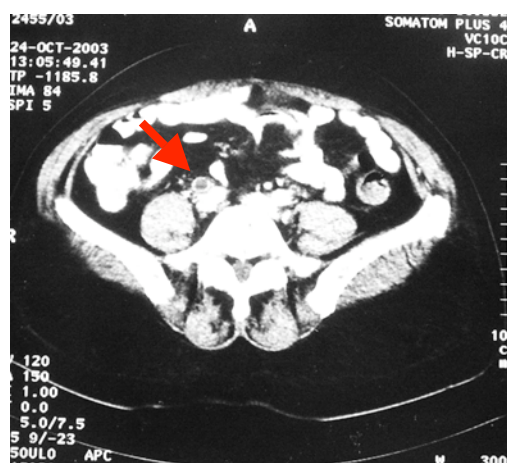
TDM Abdomino-pelvienne : Dilatation urétérale secondaire à un obstacle actinomycosique.
